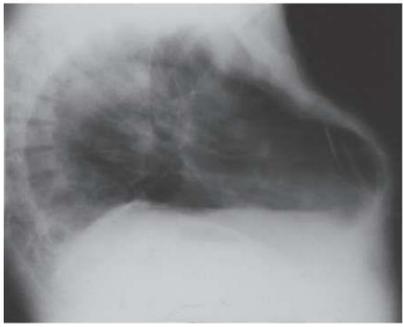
Рентгенограмма грудной клетки в боковой проекции.
